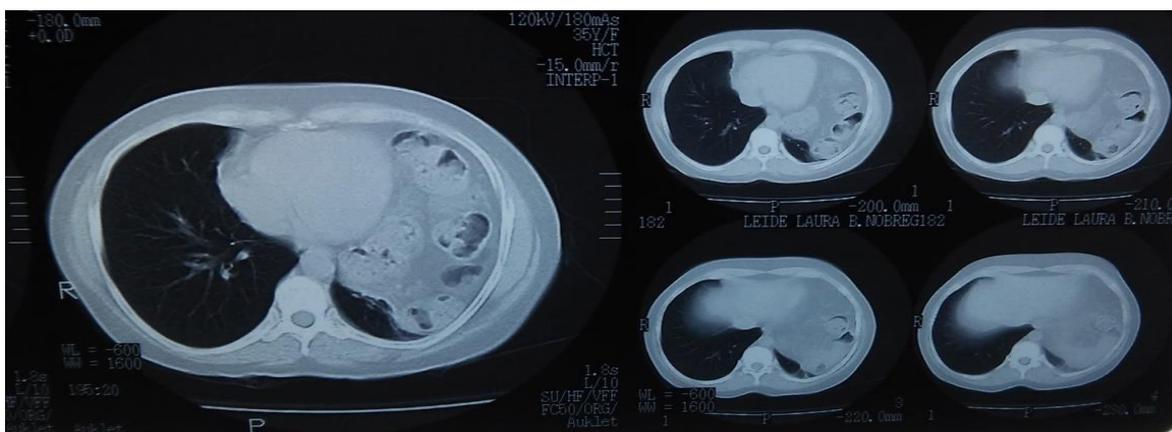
Tomografia de tórax, evidenciando alças intestinais na cavidade torácica.
